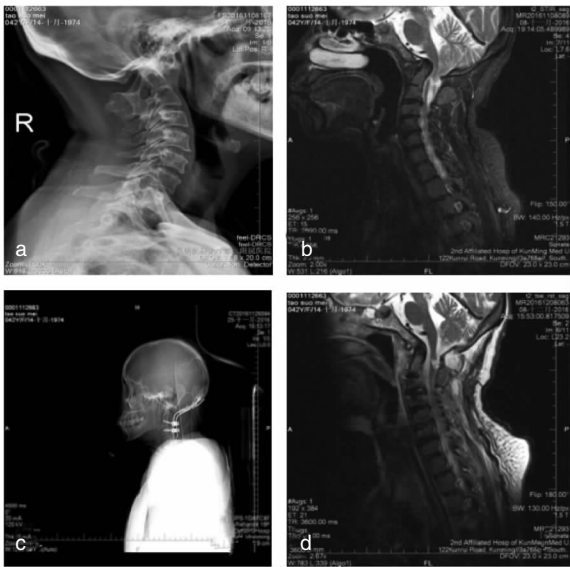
图a:术前X线示齿状突明显突入枕骨大孔,颅底成角畸形。图b:术前MRI示颅底凹陷,延颈髓腹侧明显受压,延颈髓角约为95°。图c:术后1周X线片提示内固定物固定在位,颈椎生理曲度维持良好。图d:术后MRI示延颈髓腹侧压迫明显解除,延颈髓角增大为158°,减压满意。
